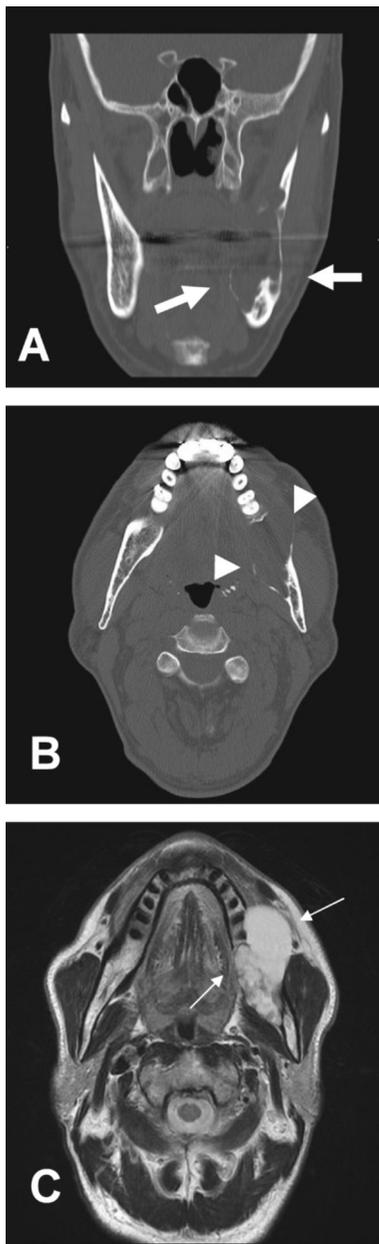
A：症例1 CT 冠状断，頬舌側の骨は非薄化しており，下顎管は下方に圧平されていた（白矢印）。B：症例1 CT 軸位断，下顎左側第1大臼歯遠心から下顎枝にかけて頬舌的に膨隆した透過像を認めた（白矢印）。C：症例1 MRI 軸位断，T2 強調像にて下顎左側第1大臼歯遠心に多房性の高信号を認め，病変は左側咬筋とは境界明瞭であった（細白矢印）。
